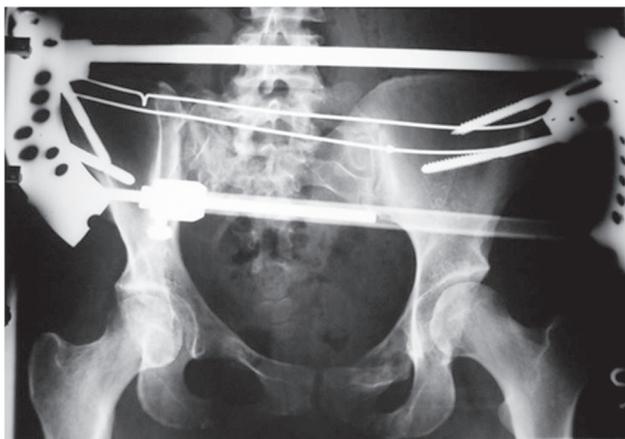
Рентгенограмма таза в передне-задней проекции пациента Л., 16 лет, с диагнозом: политравма, перелом таза, тип С. Состояние после закрытой репозиции и фиксации внешним устройством
